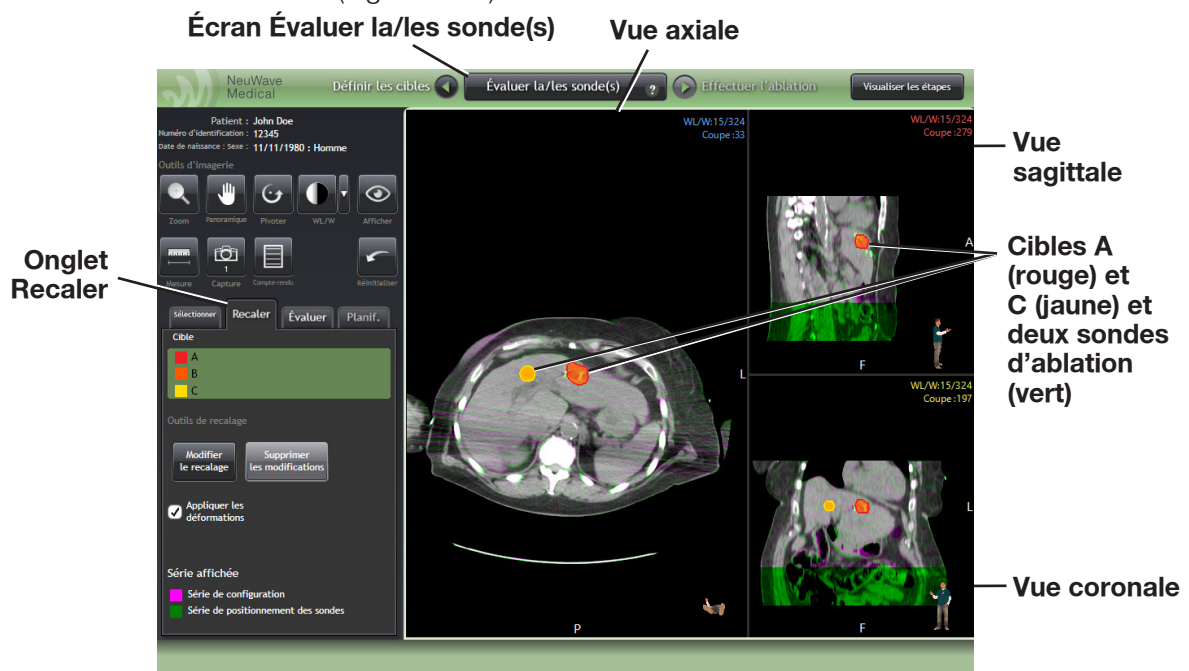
Recalage d'images. Images recalées (superposées) de la série d'images TDM de configuration (violet) et de la série d'images TDM de positionnement des sondes (vert) dans l'écran « Évaluer la/les sonde(s) » sous l'onglet « Recaler » pour vérifier le positionnement des sondes par rapport à la cible.
